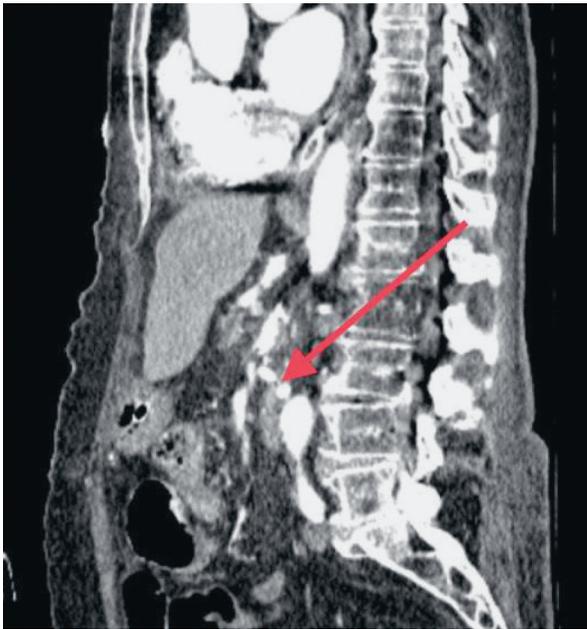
МСКТ в ангиорежиме, стрелкой указан функционирующий аорто-верхнебрыжеечный шунт
